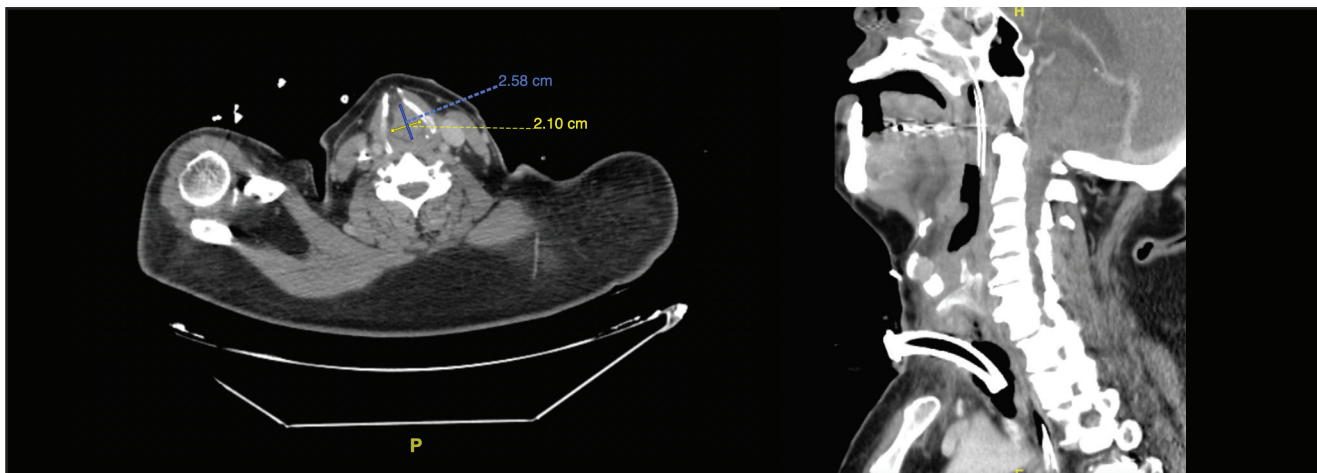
Tomografía axial computarizada corte coronal, ventana volumen venoso. Tumor en cuerdas vocales, 2,10 centímetros de ancho por 2,58 centímetros de alto. En el corte sagital se evidencia el tumor sobre la traqueostomía, la cual se realizó a las 48 horas desde el ingreso a la unidad de urgencia.
